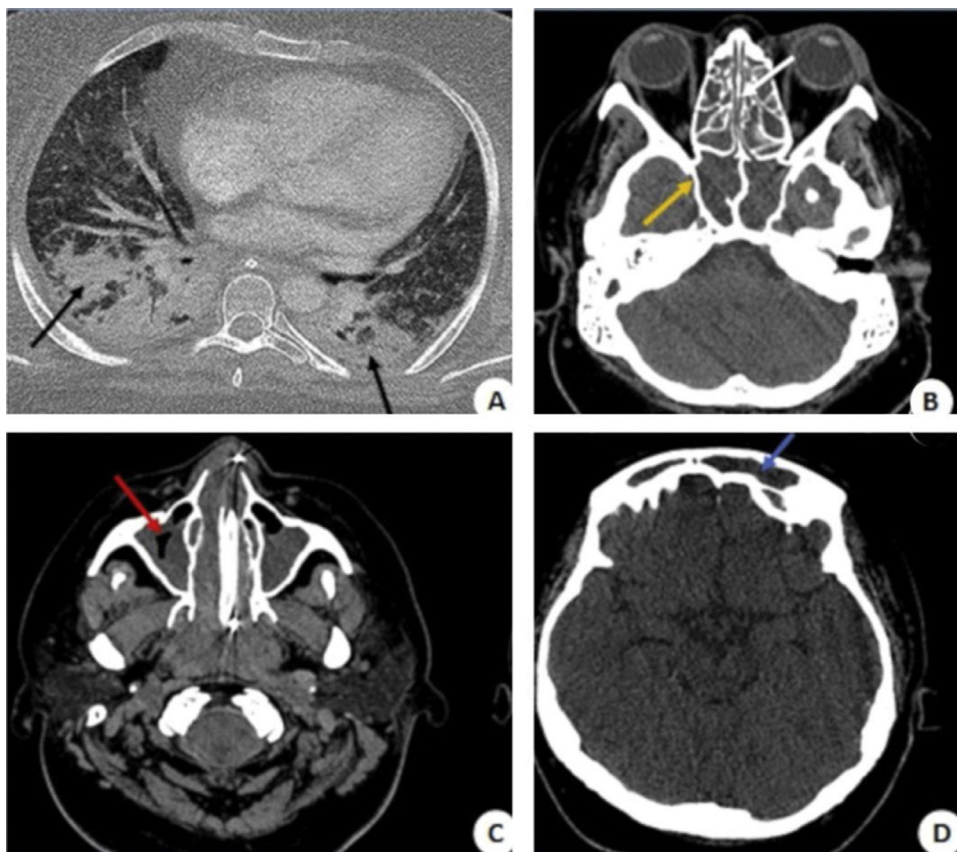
(A) Tomografia de tórax apresenta padrão de consolidação parenquimatosa com broncogramas aéreos de permeio, notadamente na região posterior dos campos pulmonares (setas pretas). (B, C e D) Tomografia de seios da face evidencia velamento difuso dos seios paranasais, caracterizado por material com densidade de partes moles que preenche os seios maxilares (seta vermelha), esfenoidais (seta amarela), frontais (seta azul) e as células etmoidais (seta branca).
